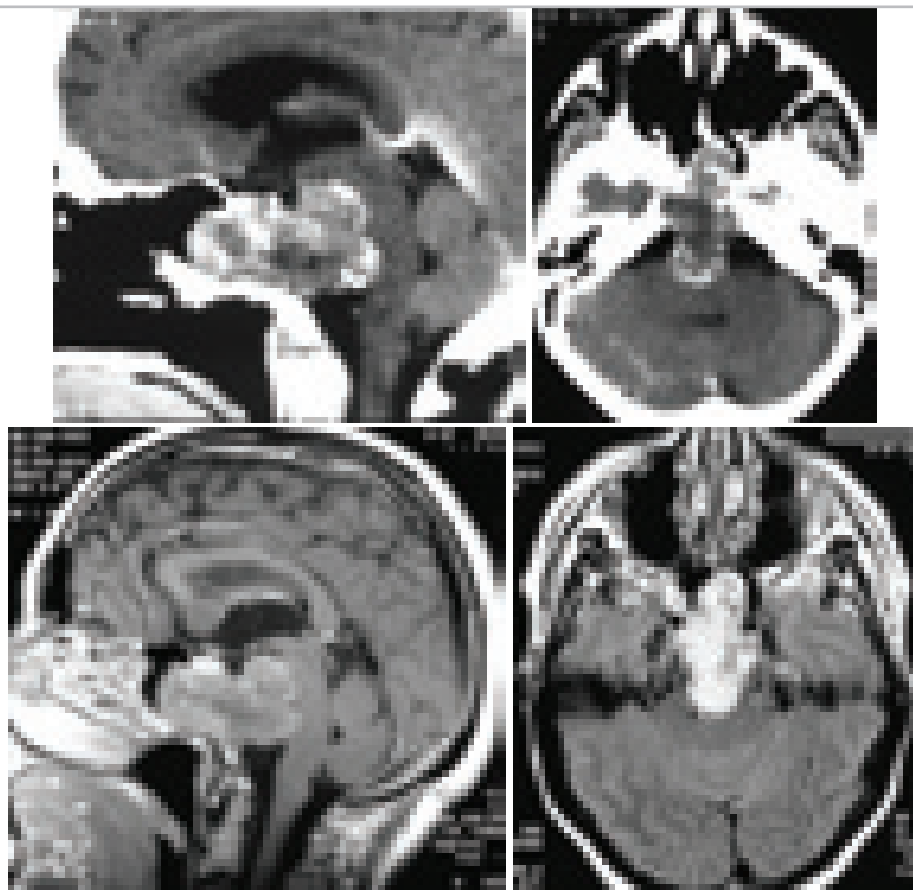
КТ и МРТ больной с хордой селлярной области и ската с ростом интракраниально в заднюю черепную ямку до лечения. Больная Ш. 57 лет.
